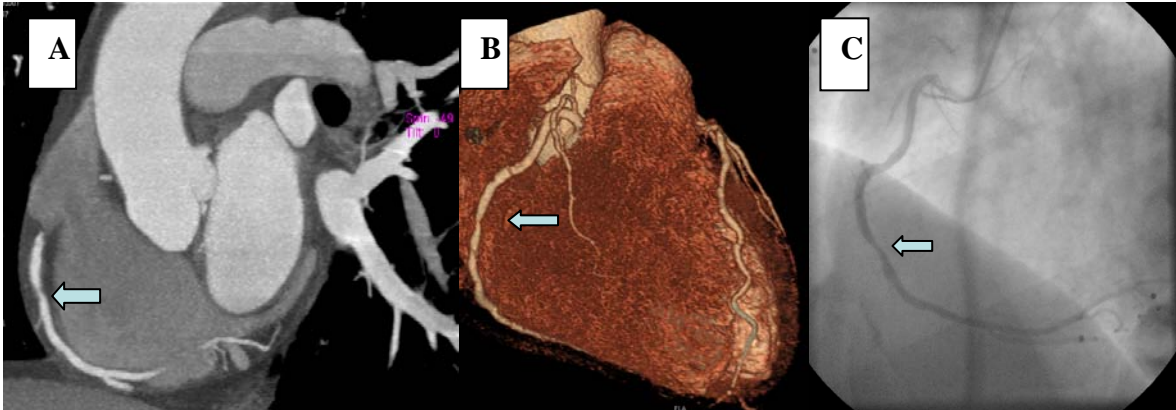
A. Coronariografía por TAMC de 64 cortes. Proyección de máxima intensidad en vista sagital. Estenosis significativa (Flecha).B. Coronariografía por tomografía de 64 cortes. Técnica volumétrica en 3D. Estenosis significativa (flecha).C. Coronariografía invasiva. Estenosis significativa en segmento medio de la arteria coronaria derecha (flecha).
